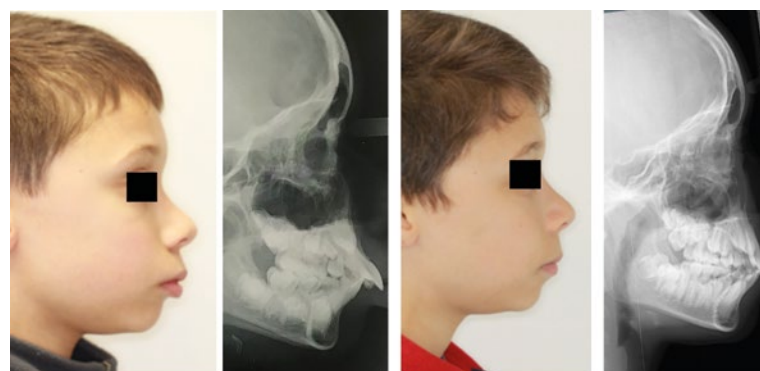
Comparação das fotografias laterais e telerradiografias do início do tratamento e após 14 meses.
